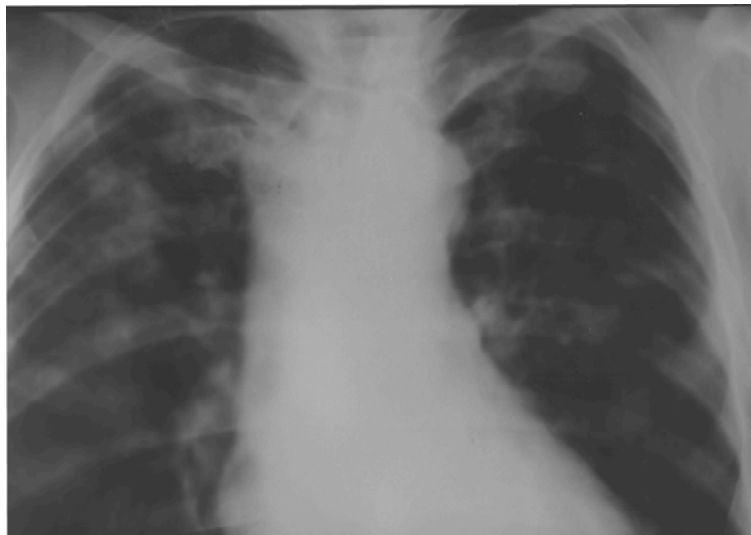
Елемент рентгенограми органів грудної клітки хворого К. від 11.12.2007
